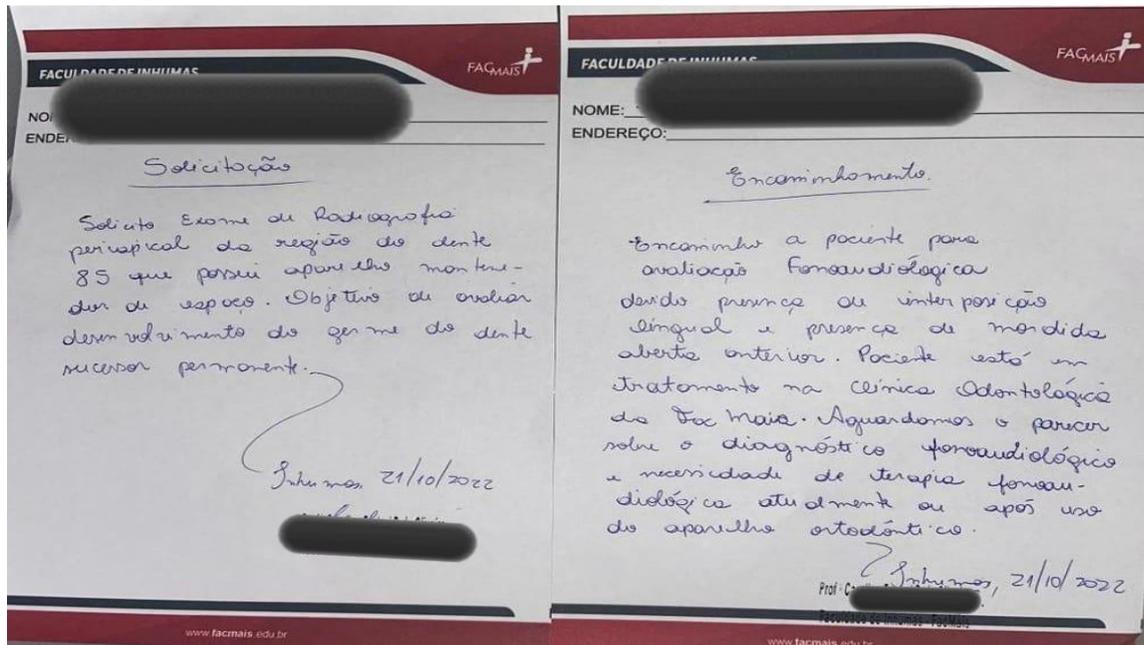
Encaminhamento de radiografia periapical e da fonoaudióloga. Fonte: Arquivo pessoal.
